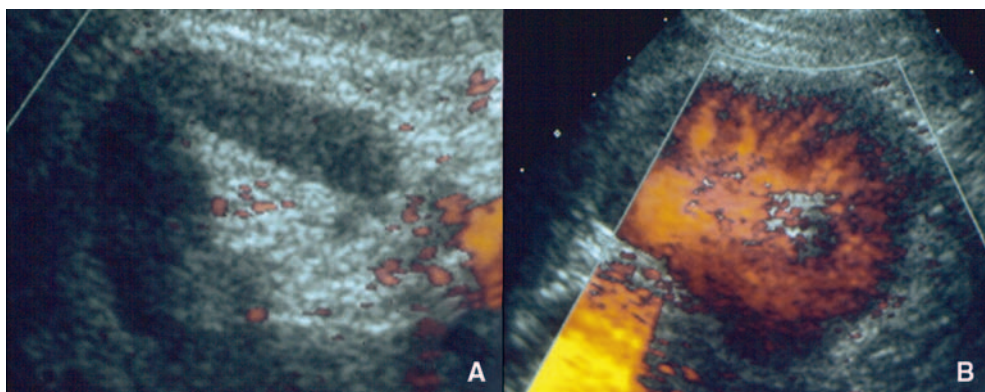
Échographie en mode doppler couleur en cas d'infarctus rénal droit.
